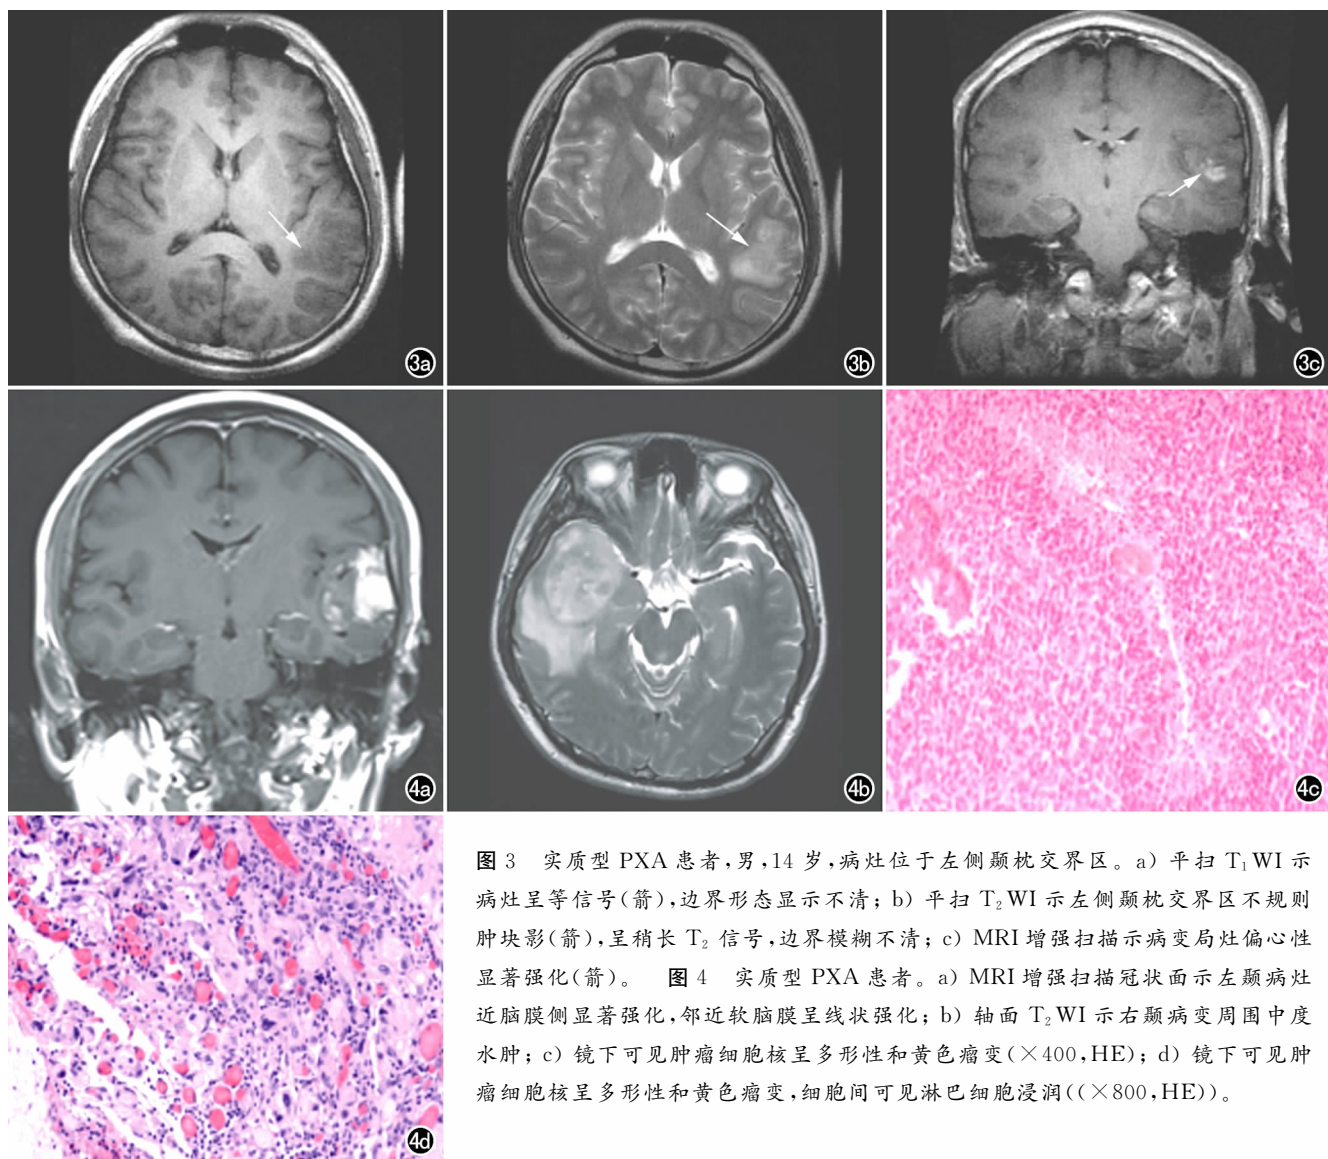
实质型 PXA 患者,男,14 岁,病灶位于左侧颞枕交界区。a) 平扫 T_1 WI 示病灶呈等信号(箭),边界形态显示不清; b) 平扫 T_2 WI 示左侧颞枕交界区不规则肿块影(箭),呈稍长 T_2 信号,边界模糊不清; c) MRI 增强扫描示病变局灶偏心性显著强化(箭)。图 4 实质型 PXA 患者。a) MRI 增强扫描冠状面示左颞枕病灶近脑膜侧显著强化,邻近软脑膜呈线状强化; b) 轴面 T_2 WI 示右颞枕病变周围中度水肿; c) 镜下可见肿瘤细胞核呈多形性和黄色瘤变($\times 400$, HE); d) 镜下可见肿瘤细胞核呈多形性和黄色瘤变,细胞间可见淋巴细胞浸润($\times 800$, HE)。
